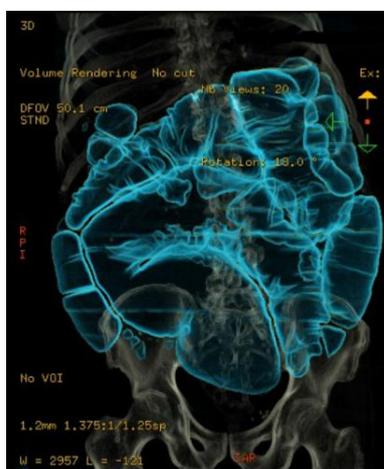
Reconstrução tridimensional da tomografia de abdômen destacando a distensão colônica.
